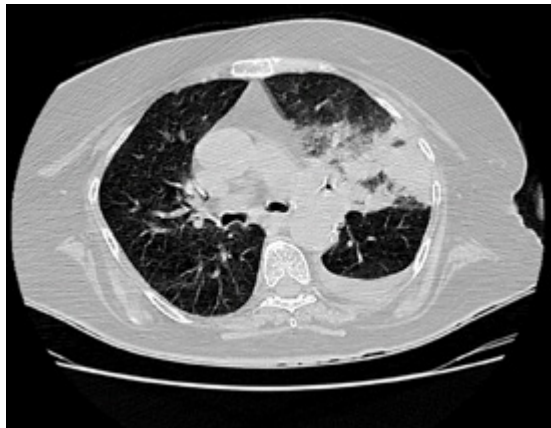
TC de tórax durante internação.
